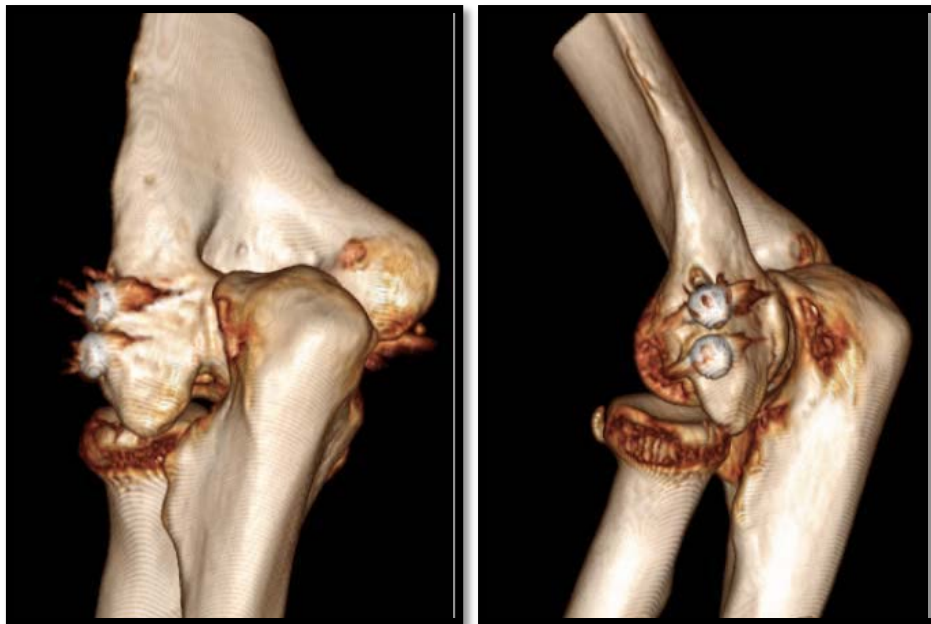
[17]: ARTHRO-TDM : Corps étrangers intra-articulaires calcifiés ou non dans les récessus antérieurs et postérieurs.
